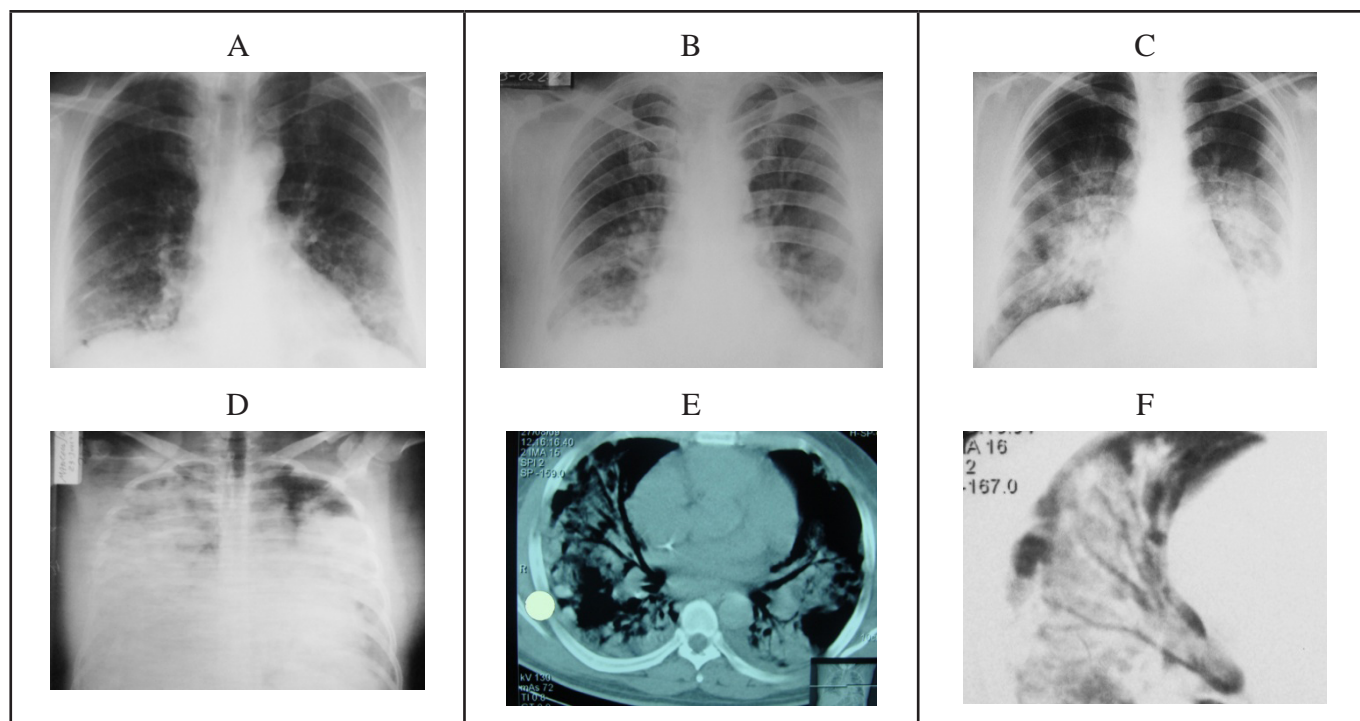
Paciente de 47 años de edad obeso, con habito tabáquico, ingresa por dificultad respiratoria y hemoptoicos, presenta radiológicamente A) Al ingreso afección bilateral patrón en vidrio esmerilado. B) A las 24 horas C) 48 horas. D) 72 horas de evolución. E) Tomografía de Tórax con presencia de áreas de consolidación bilateral. F) Áreas de vidrio deslustrado. Paciente fallece a los 4 días de ingreso hospitalario
